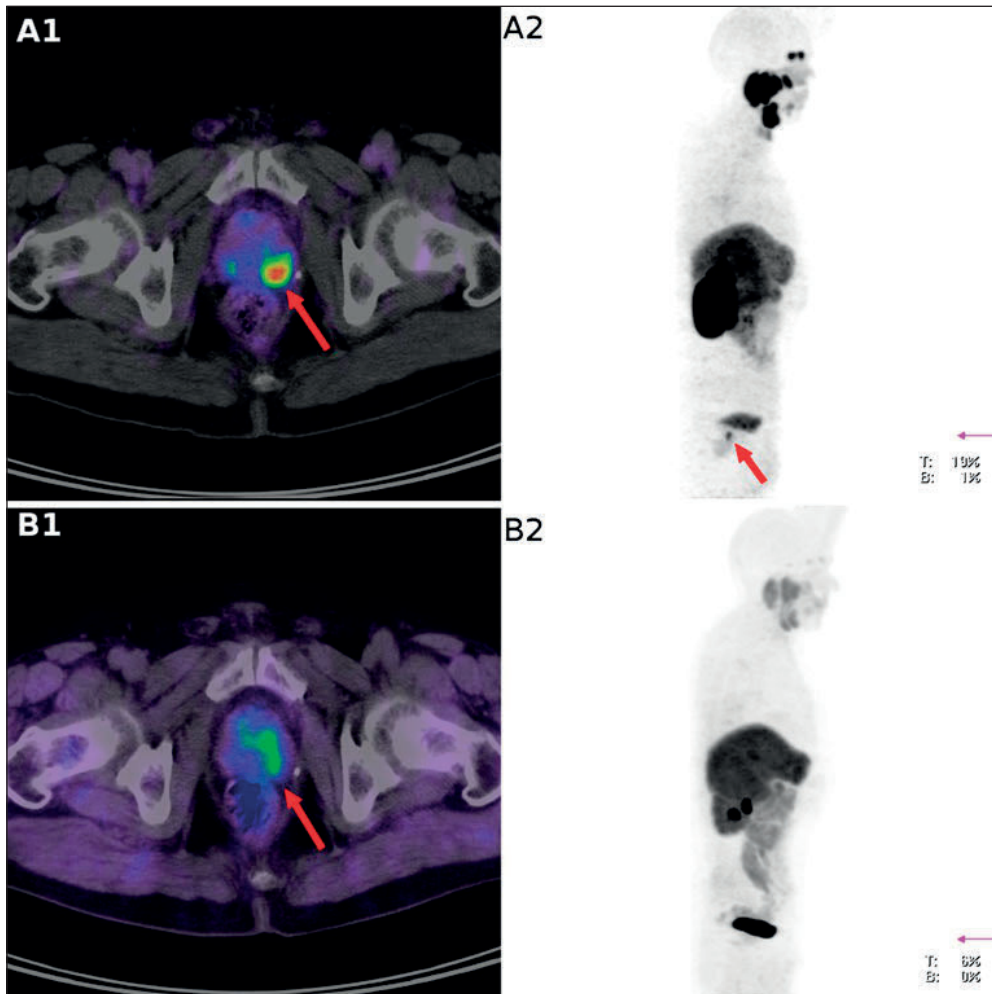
Vergleich von  $[^{68}\text{Ga}]\text{PSMA-11}$  mit  $[^{18}\text{F}]\text{Fluorethylcholin}$  (unten). Prostatakarzinomrezidiv eines Patienten 10 Jahre nach Strahlen- und Androgentherapie (erstes PSMA-PET-Bild: AFSHAR-OROMIEH et al. 2012).
